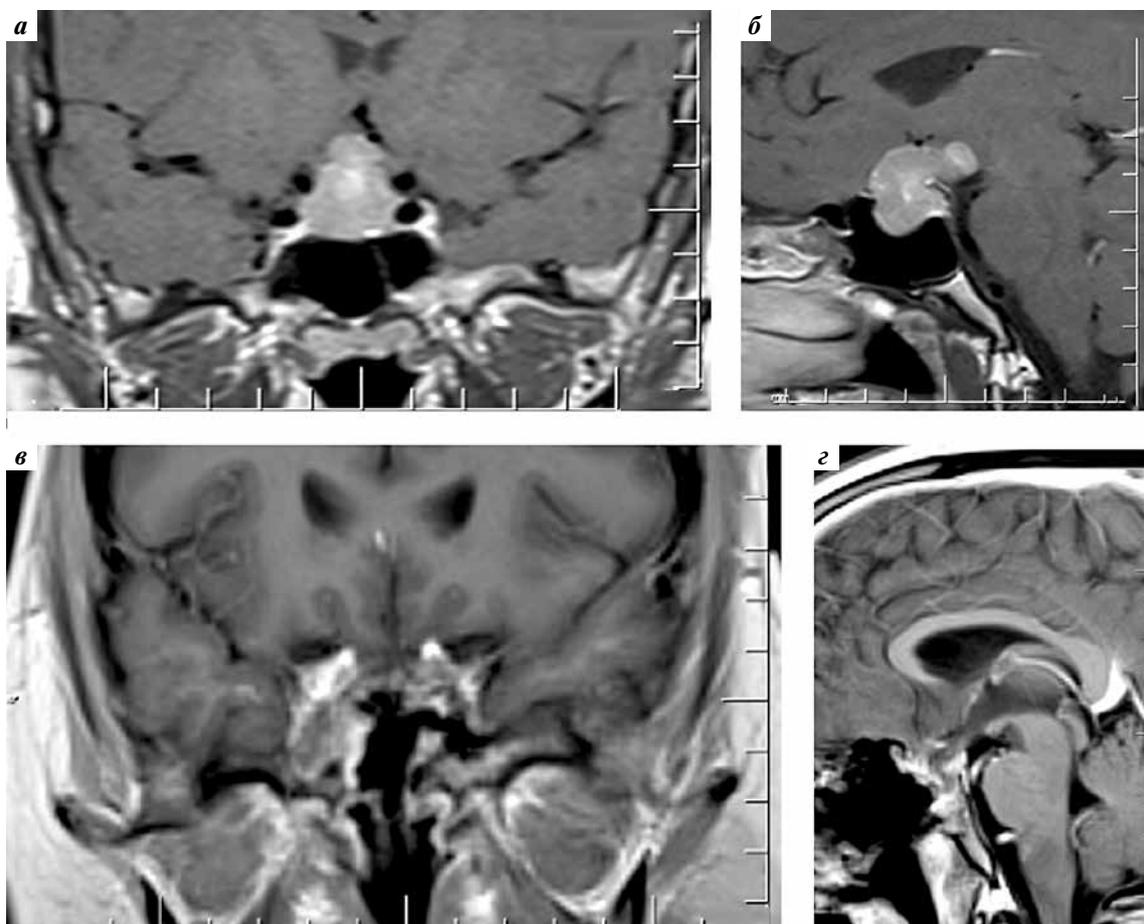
Пациент М., 22 лет. В клинической картине до операции – хиазмальный синдром, несахарный диабет, снижение либидо. Магнитно-резонансная томография во фронтальной (а, в) и сагиттальной (б, з) плоскостях: а, б – до операции. Предполагалась аденома гипофиза; в, з – через 4 мес после операции. Состояние после 2 курсов полихимиотерапии (всего проведено 4 курса). Признаки рецидива отсутствуют. Пангипопитуитаризм. В раннем послеоперационном периоде произошло ухудшение зрения
